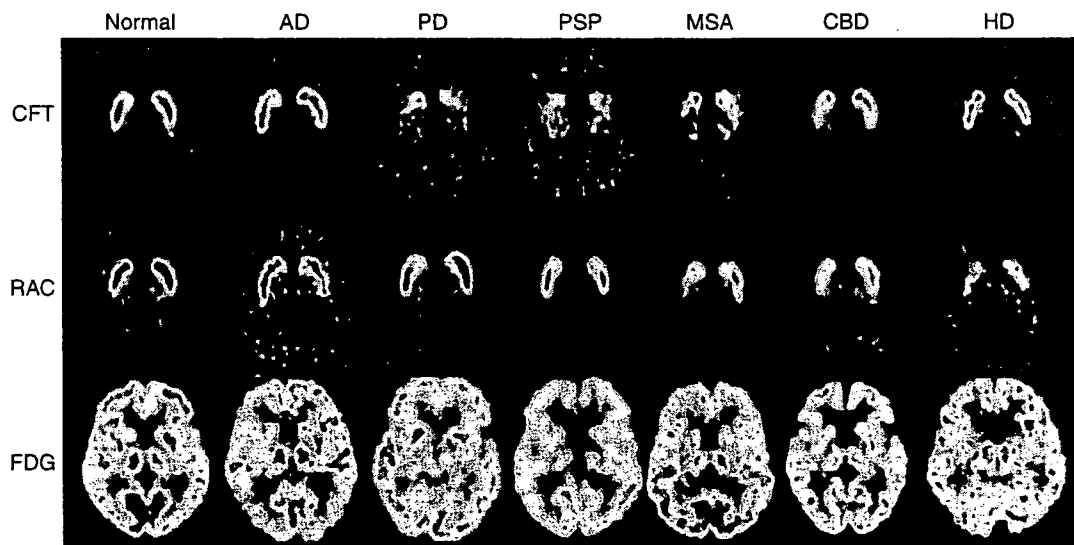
パーキンソン病関連疾患のPET画像による鑑別(口絵83参照)
